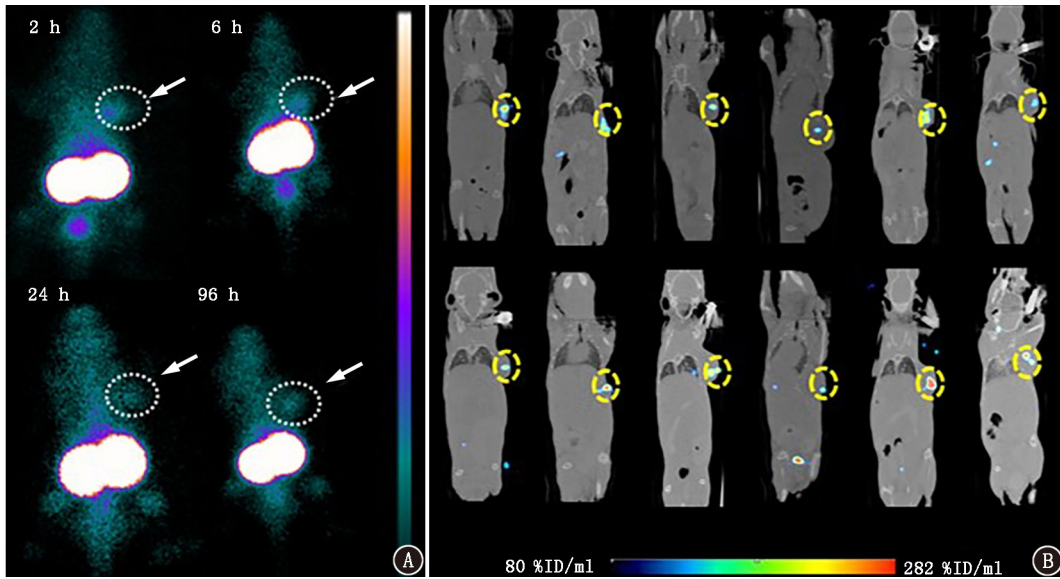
荷瘤鼠尾静脉注射(静注)不同剂量¹⁷⁷Lu-1,4,7-三氮杂环壬烷-1,4,7-三乙酸(NOTA)-马来酰亚胺(Mal)-半胱氨酸(Cys)-ZHER₂:342(MZHER2)后的影像学检查图。A.静注18.5 MBq后的平面显像图,可见肿瘤和肾脏区域探针聚集(箭头及椭圆示肿瘤);B.瘤体注射3.7 MBq后6 d(上排)和14 d(下排)的SPECT/CT显像图,可见肿瘤区域探针聚集(椭圆示肿瘤);%ID为百分注射剂量率
